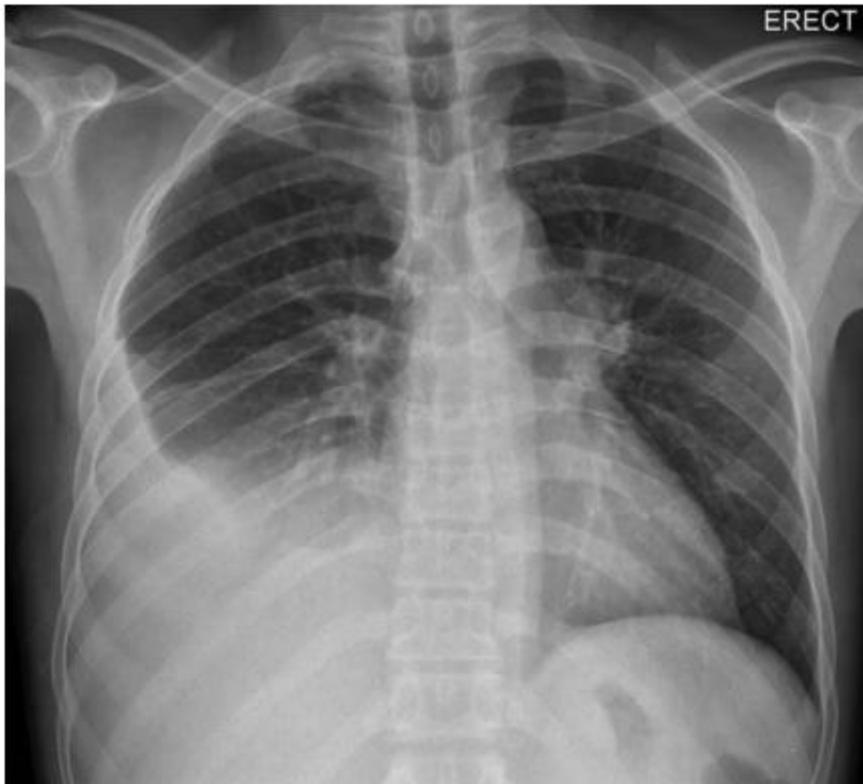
Radiographie thoracique de face montrant une pleurésie tuberculeuse
